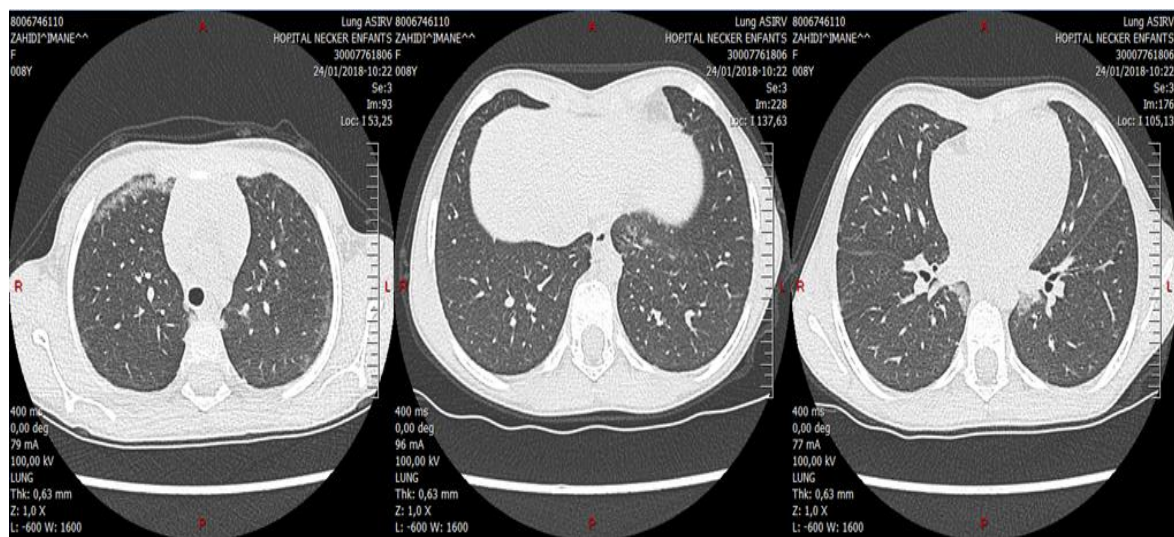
TDM thoracique : légère amélioration par rapport aux images de juillet 2017, avec des lésions de crazy paving en périphérie et aux apex. Début de bulles sous pleurales apicales.
